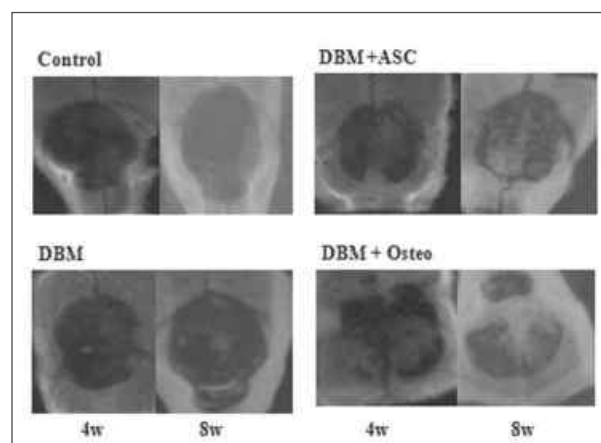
Soft X-ray findings: This radiographic results showed increased bone formation in DBM+osteoblasts differentiated from ASCs.
